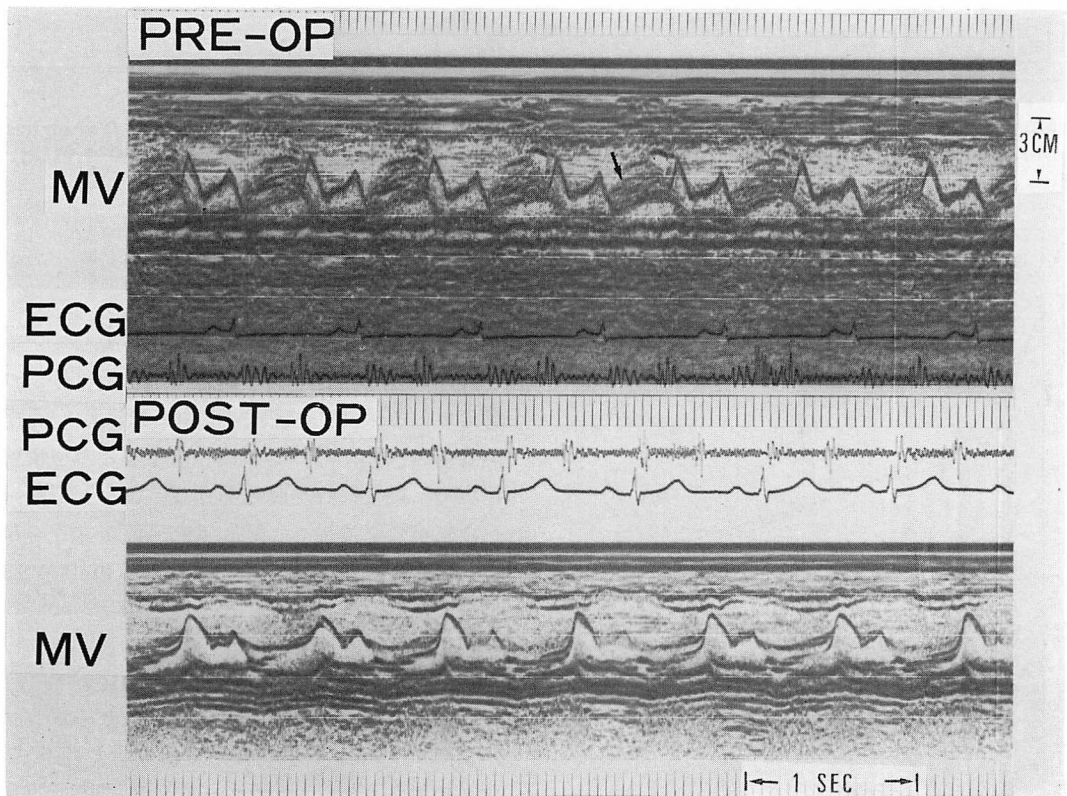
Pre-operative and post-operative echocardiograms in constrictive pericarditis (Case 5).
